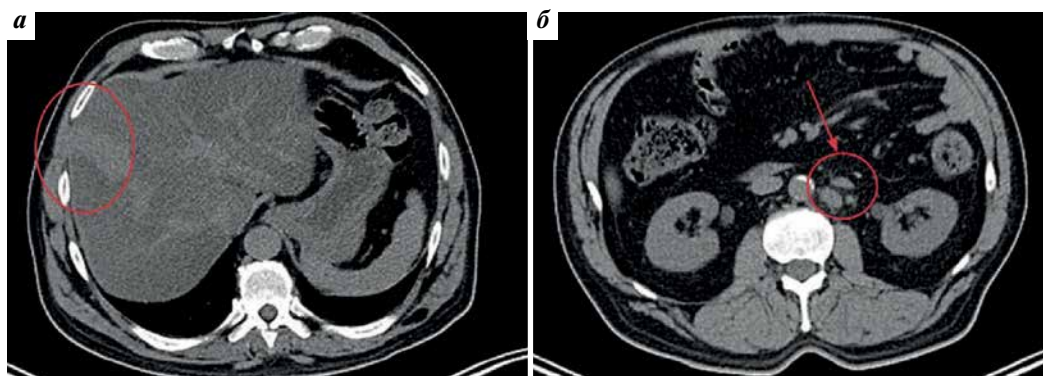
Компьютерные томограммы брюшной полости: а — метастатическое поражение печени (отмечено овалом); б — метастатическое поражение забрюшинных лимфатических узлов (отмечено овалом)
